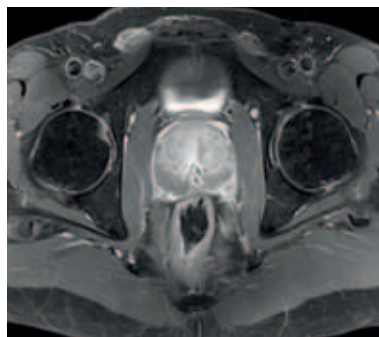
MRT, T1-Wichtung nach Kontrastmittelgabe, transversal. Vermehrtes Enhancement der Prostatakapself und des neurovaskulären Bündels. Differenzierung der Urethra und der Ausführungsgänge der Samenblasen. Benigne Prostatahyperplasie.
